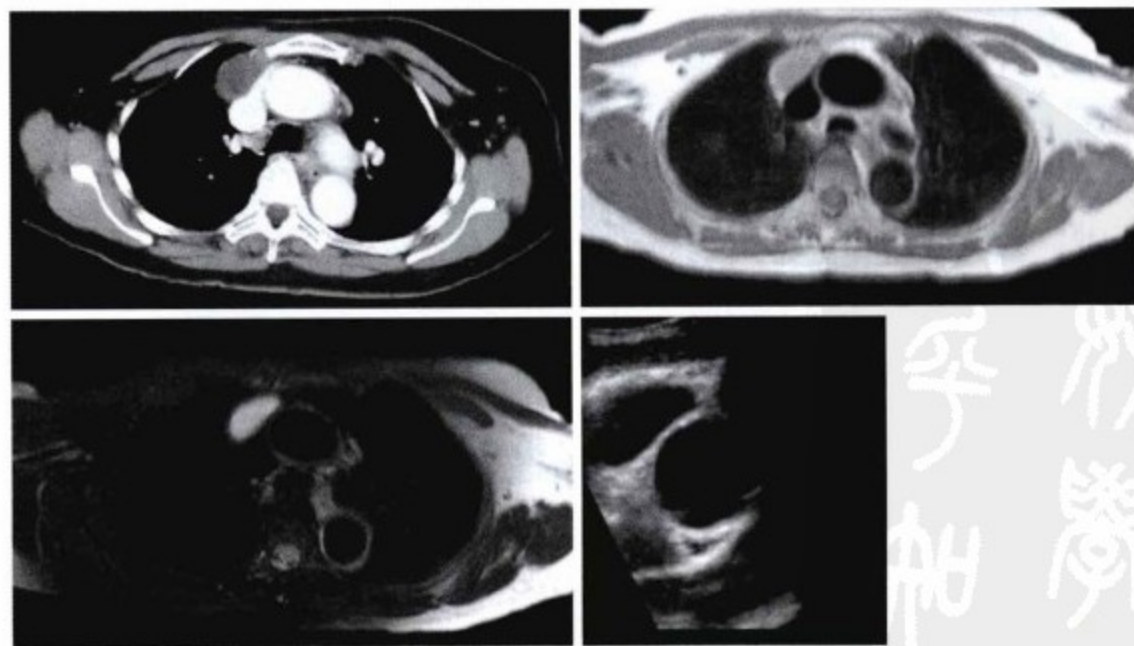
左上图,增强CT扫描显示一个无强化的薄壁肿块,内容物定性不清(液性或软组织)。右上图,CMR的 $T_1WI$ 和 $T_2WI$ 扫描显示同样的病变,但没有更多发现。左下图,CMR  $T_2WI$ 病变呈高信号,符合高含水量病变信号特点。右下图,因囊肿和胸廓之间无空气干扰,经胸超声心动图可显示病变。超声明确了囊肿内含液体,但未经多普勒检查证实其流动性。
